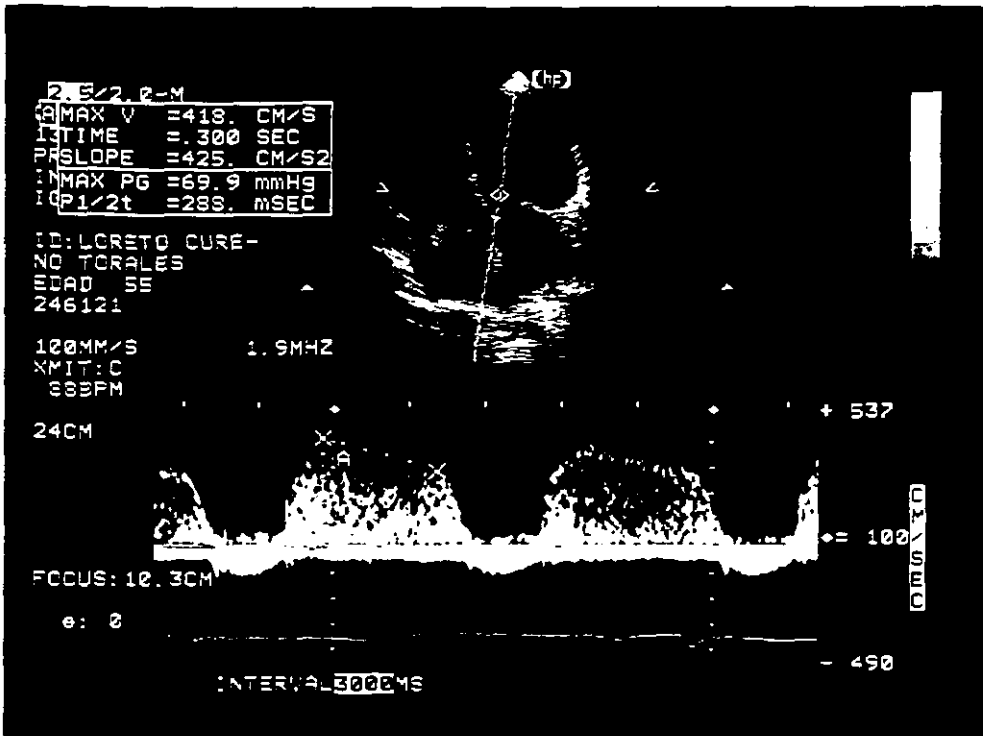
mismo paciente con insuficiencia aórtica severa y mala función ventricular. Con Doppler continuo se confirma la severidad de la insuficiencia aórtica, muestra una pendiente de desaceleración de 425  $\text{cm}/\text{seg}^2$ .
